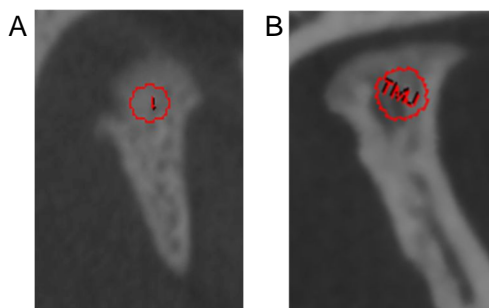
下顎頭のマイクロCT画像と骨密度計測結果
